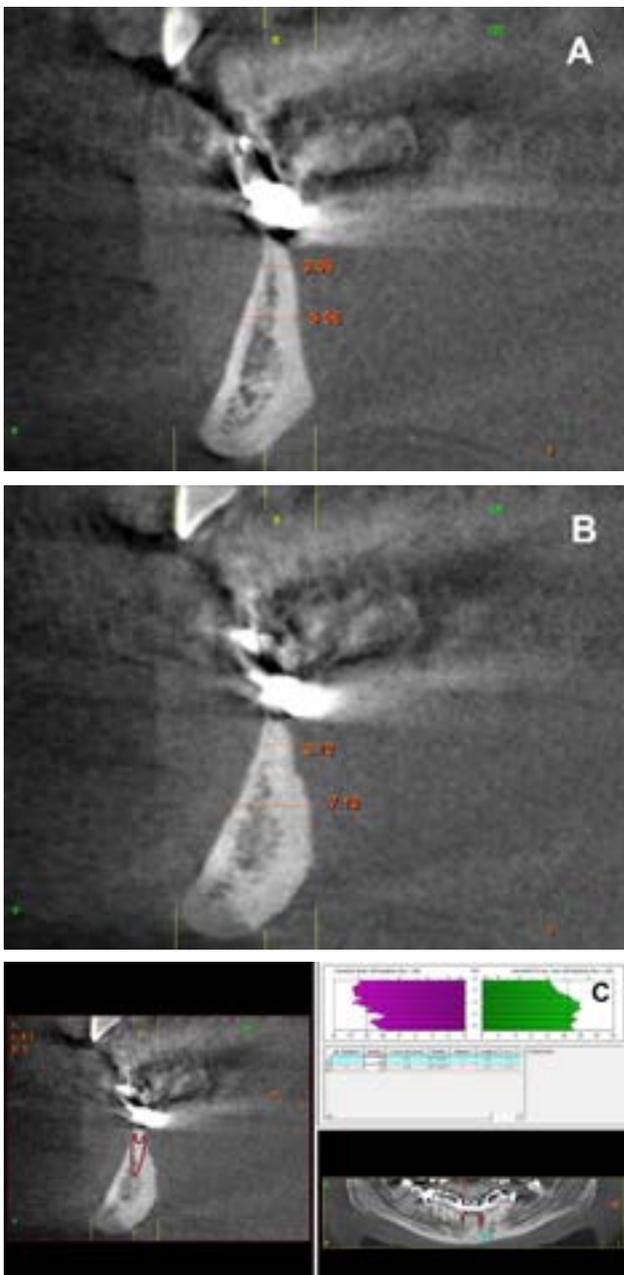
Imágenes de planificación del CBCT dental donde se observa la extrema reabsorción en sentido horizontal del sector antero-inferior en la zona de los incisivos A) zona correspondiente a la pieza 42 B) zona correspondiente a la pieza 32 C) Planificación del implante expensor en el corte del TAC.
